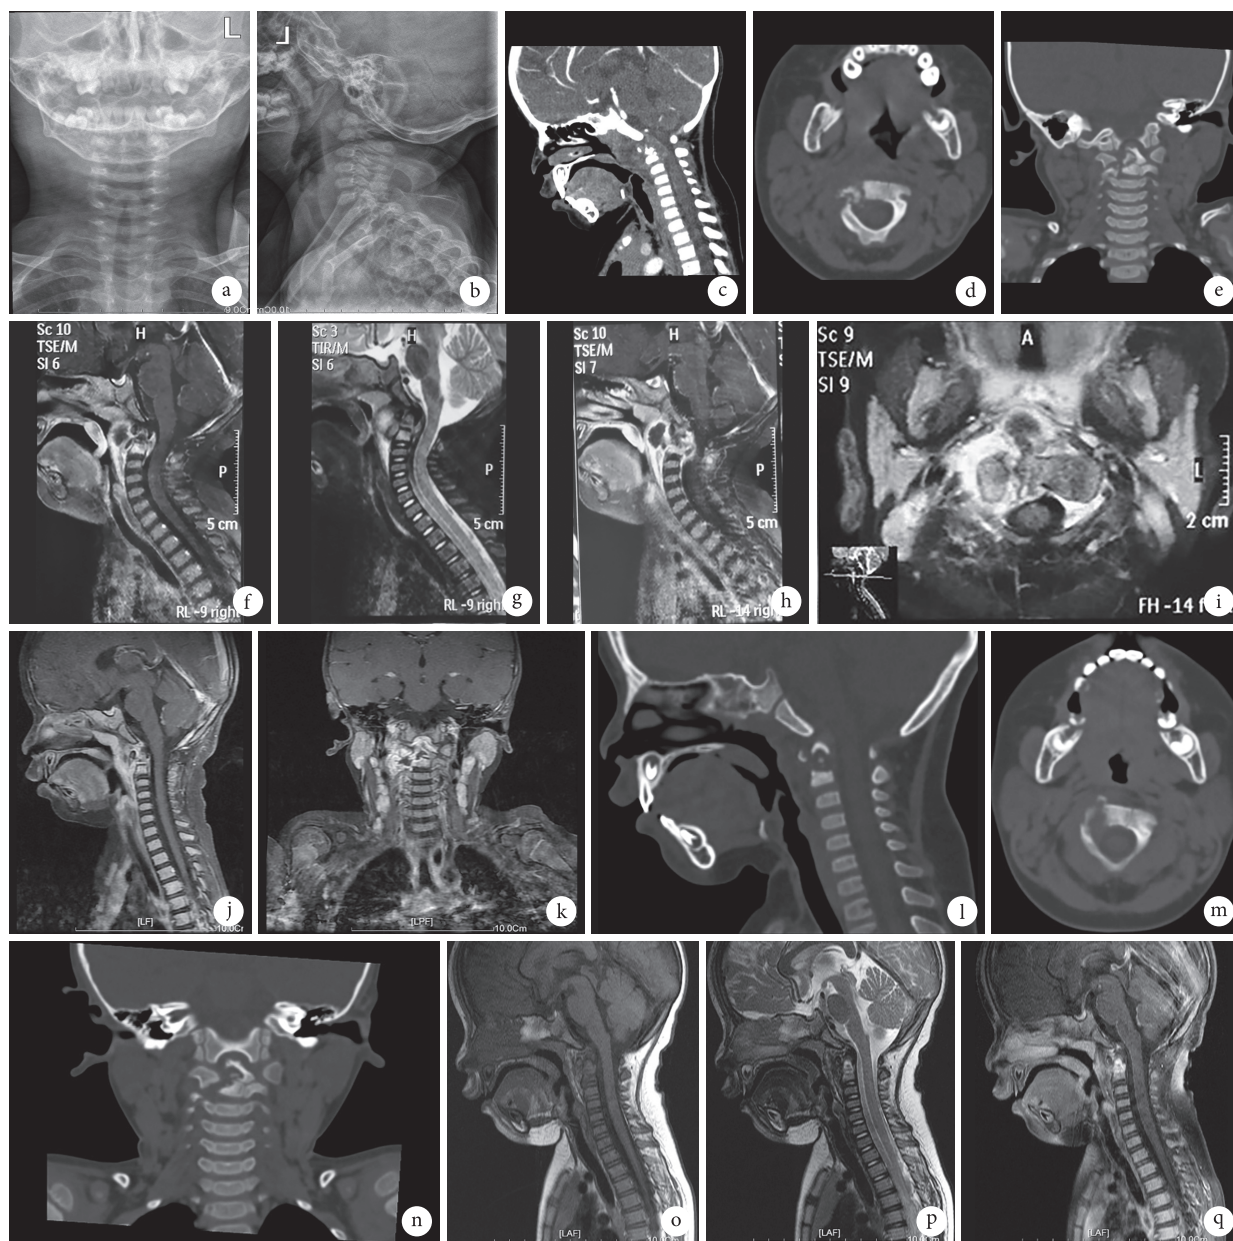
典型病例 2 a, b. 术前正、侧位 X 线片; c~e. 术前矢状位、轴位及冠状位 CT; f~i. 术前 T1、T2 及强化矢状位、轴位 MRI; j, k. 术后即刻强化矢状位及冠状位 MRI; l~n. 术后 3 个月矢状位、轴位及冠状位 CT; o~q. 术后 3 个月 T1、T2 及强化矢状位 MRI
